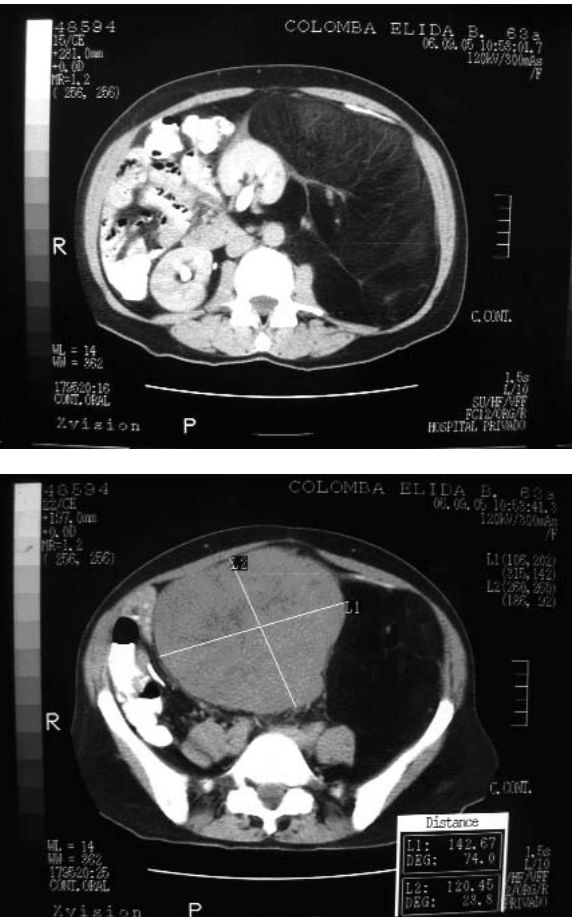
(A y B): tomografía axial computada con contraste oral y endovenoso de paciente con liposarcoma retroperitoneal.
